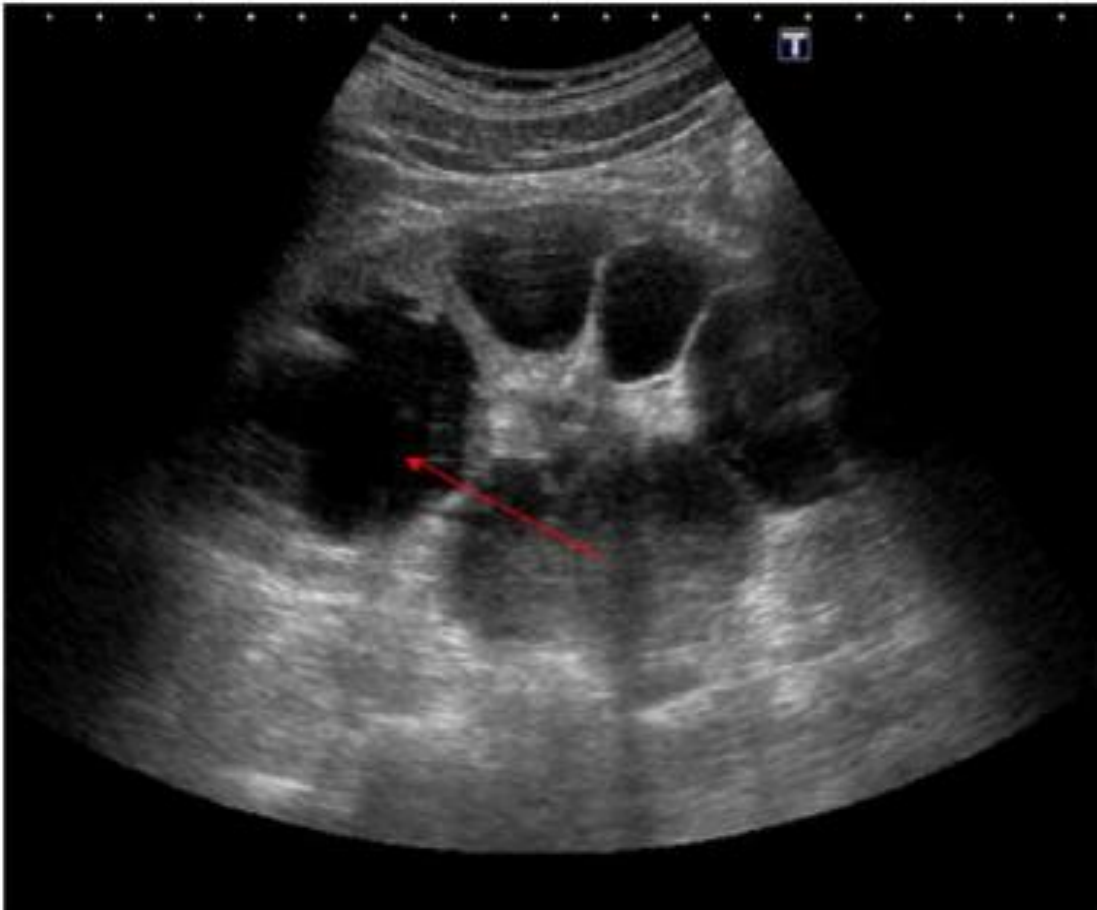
échographie rénale montrant une dilatation urétéro-pyélo-calicielle
